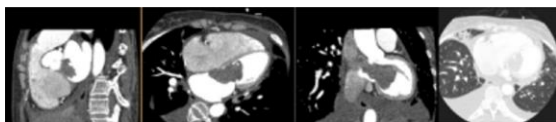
Preoperative enhanced cardiac computed tomography (CT) showed hypodense lesion with growth from left atrium (LA) wall, amorphous, irregular edge, well-defined, extending to mitral valve and left ventricle (LV) with attenuation of approximately 44 Hounsfield units (HU), measuring approximately 53 mm × 25 mm × 47 mm, non-enhancing on post-contrast imaging, leading to cardiac myxoma with suspicion of interatrial septum infiltration, situs solitus atrioventricular (AV) concordant, dominance of right coronary artery (RCA), dilatation of left atrium (LA) and right ventricle (RV), pneumonia of the medial segment of the right lung medial lobe, and bilateral pleural effusion.
